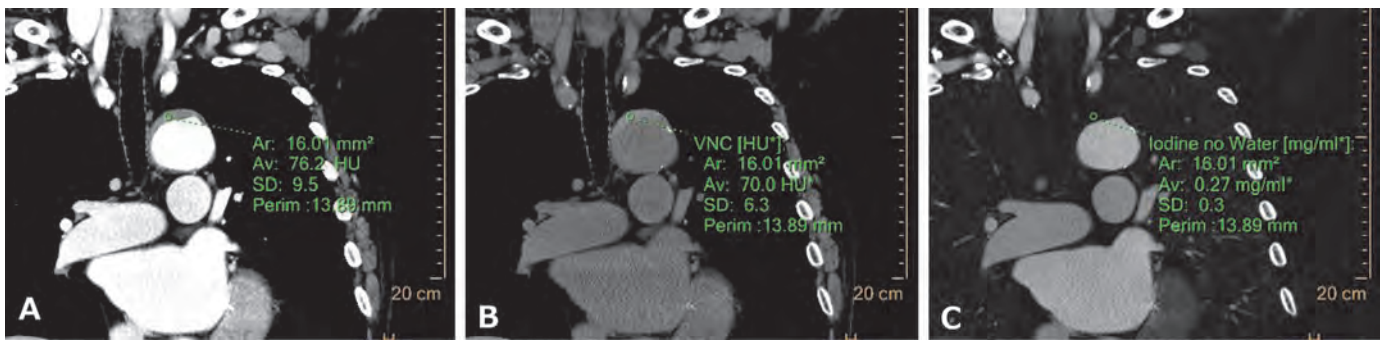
来院時の造影CT：冠状断像（A：造影後、B：仮想単純画像、C：ヨード密度強調画像）。造影後では肥厚した大動脈壁は75 HU前後の高吸収を示しており、仮想単純画像でも70 HU前後の高吸収を示した。ヨード密度強調画像では肥厚した大動脈壁に明らかなヨード含有は見られず、増強効果に乏しい。VNC：virtual non-contrast（仮想単純画像）、iodine no water：ヨード密度強調画像。
